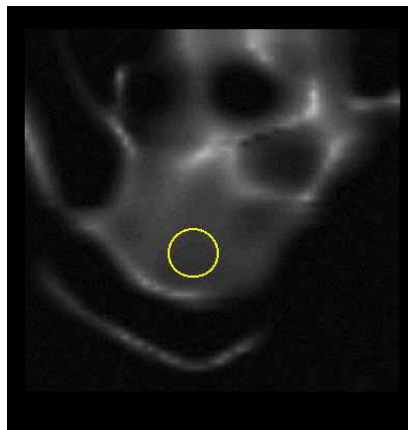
The image of ultrasound of calcaneus
